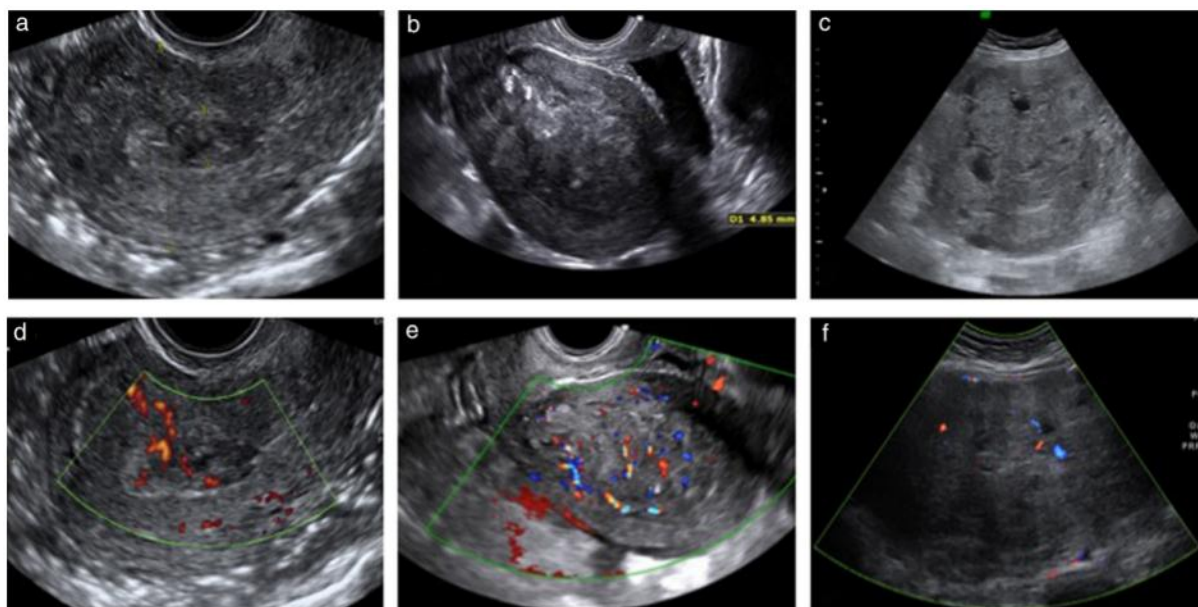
Images échographiques de trois sarcomes du stroma endométrial (a-c) et images Doppler couleur correspondantes montrant une vascularisation modérée (d,e) et minimale (f). [146]
